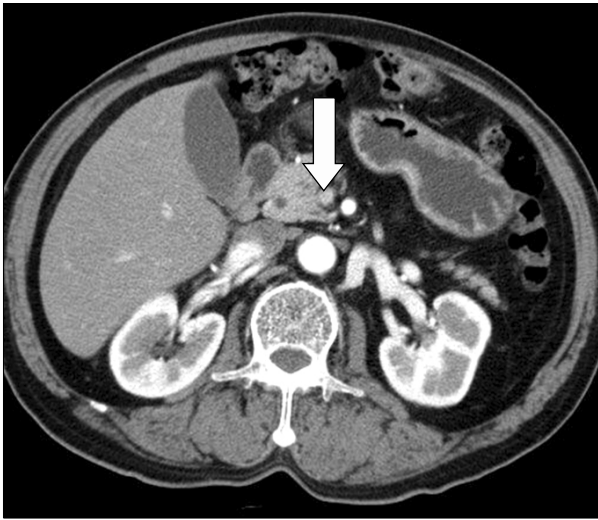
Follow-up contrast-enhanced abdominal CT finding. Eight weeks after treatment, it showed complete resolution of previous mesenteric venous thrombosis (arrow).
